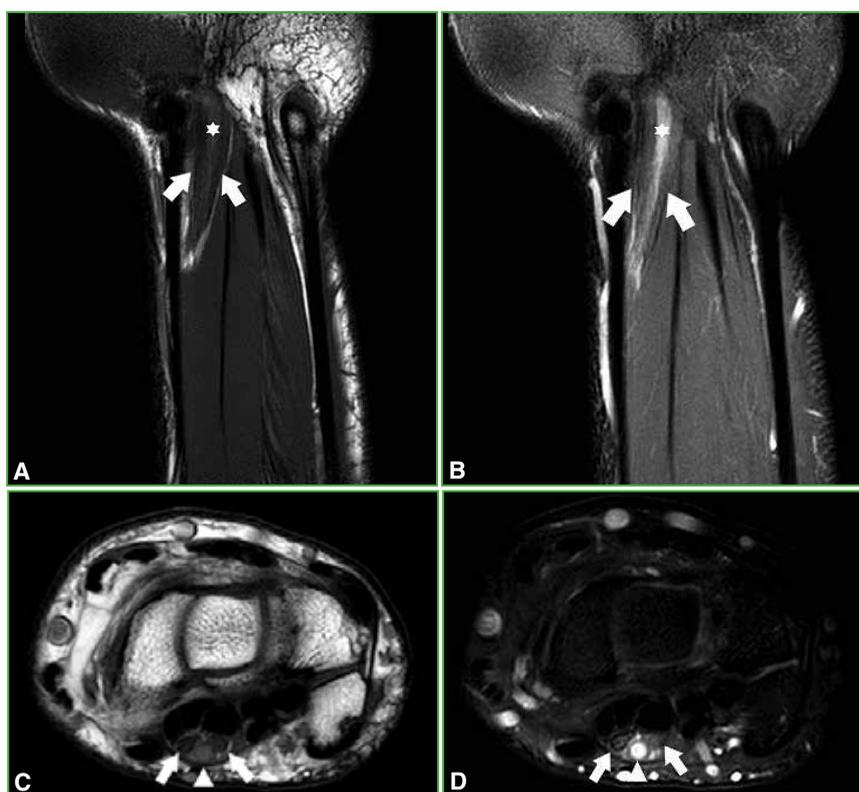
Resonancia magnética de muñeca derecha, sin contraste. A y B. Cortes coronal en secuencias T1 y STIR, respectivamente. Nervio mediano de morfología bífida (flechas) con imagen tubular hiperintensa (asterisco). C y D. Cortes axial en secuencias T1 y STIR, respectivamente. Nervio mediano dividido (flechas) con tumoración redondeada en el medio (punta de flecha).
